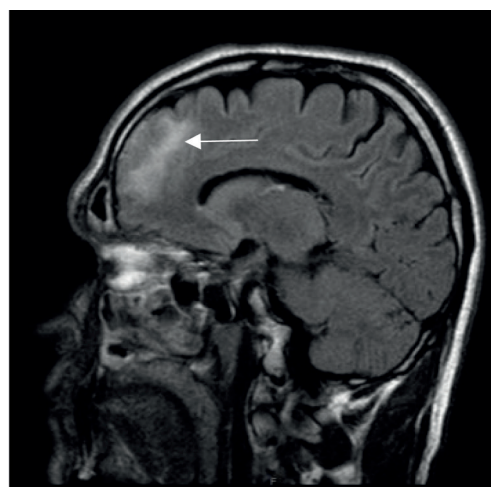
МРТ пациента Ч. (1971 г.р.): сагиттальный срез. Диагноз: «левосторонний одонтогенный полиринсинусит, осложненный флегмоной орбиты и абсцессом лобной доли мозга» (стрелка)
